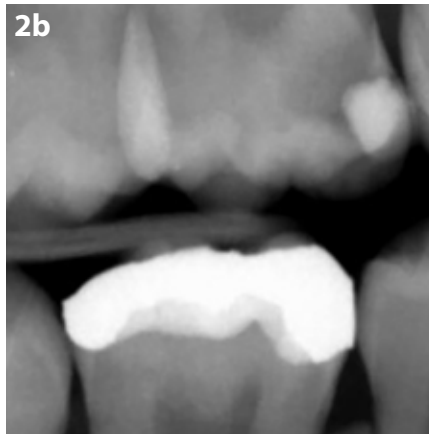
Tratamiento de una lesión cariosa oclusal profunda con EQUIA Forte HT. a. Se muestra la vista clínica de una lesión cariosa oclusal profunda con cavitación en un primer molar izquierdo de la mandíbula. b. Radiografía de aleta mordida de la lesión cariosa oclusal profunda en un primer molar izquierdo de la mandíbula. c. Vista clínica de la cavidad después de retirar la lesión de caries. d-f. Aplicación de Cavity Conditioner. g. Aplicación de EQUIA Forte HT en la cavidad. h. Vista clínica de la restauración antes de pulir. i. Vista clínica de la restauración después de pulir. j. Comprobación de la oclusión con papel de articular. k. Aplicación de EQUIA Forte HT Coat en la superficie de la restauración. l. Fotopolimerización de EQUIA Forte HT Coat. m-n. Vista clínica de la restauración. o. Radiografía de la restauración.
